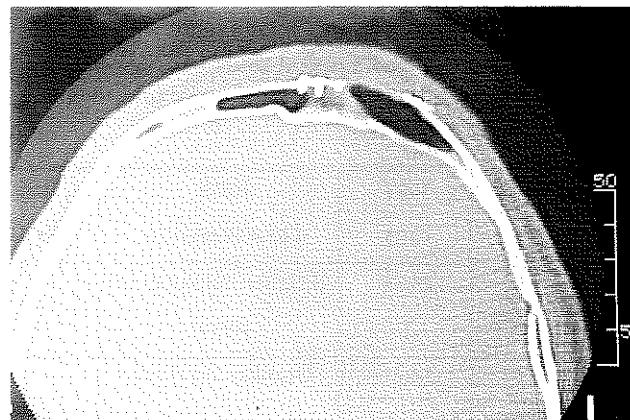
Olgu 2'nin operasyon öncesi bilgisayarlı tomografisi
